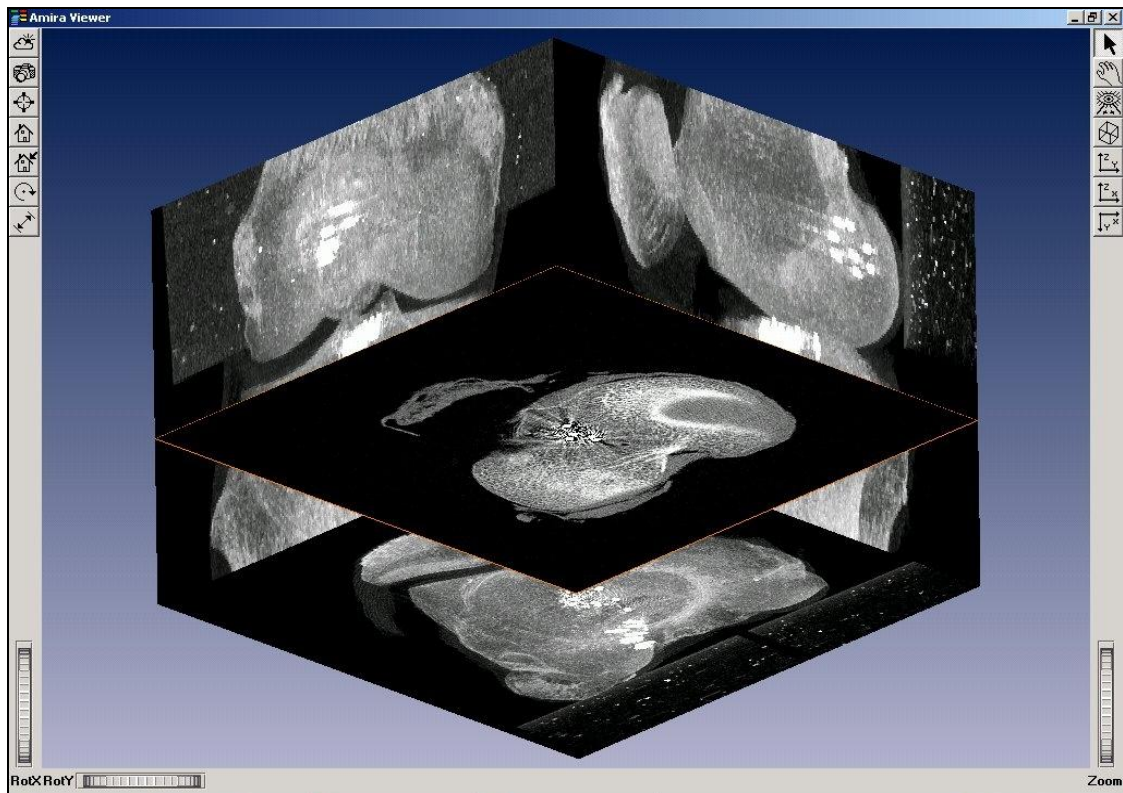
Darstellung der CT-Daten durch AmiraDev 3.1
